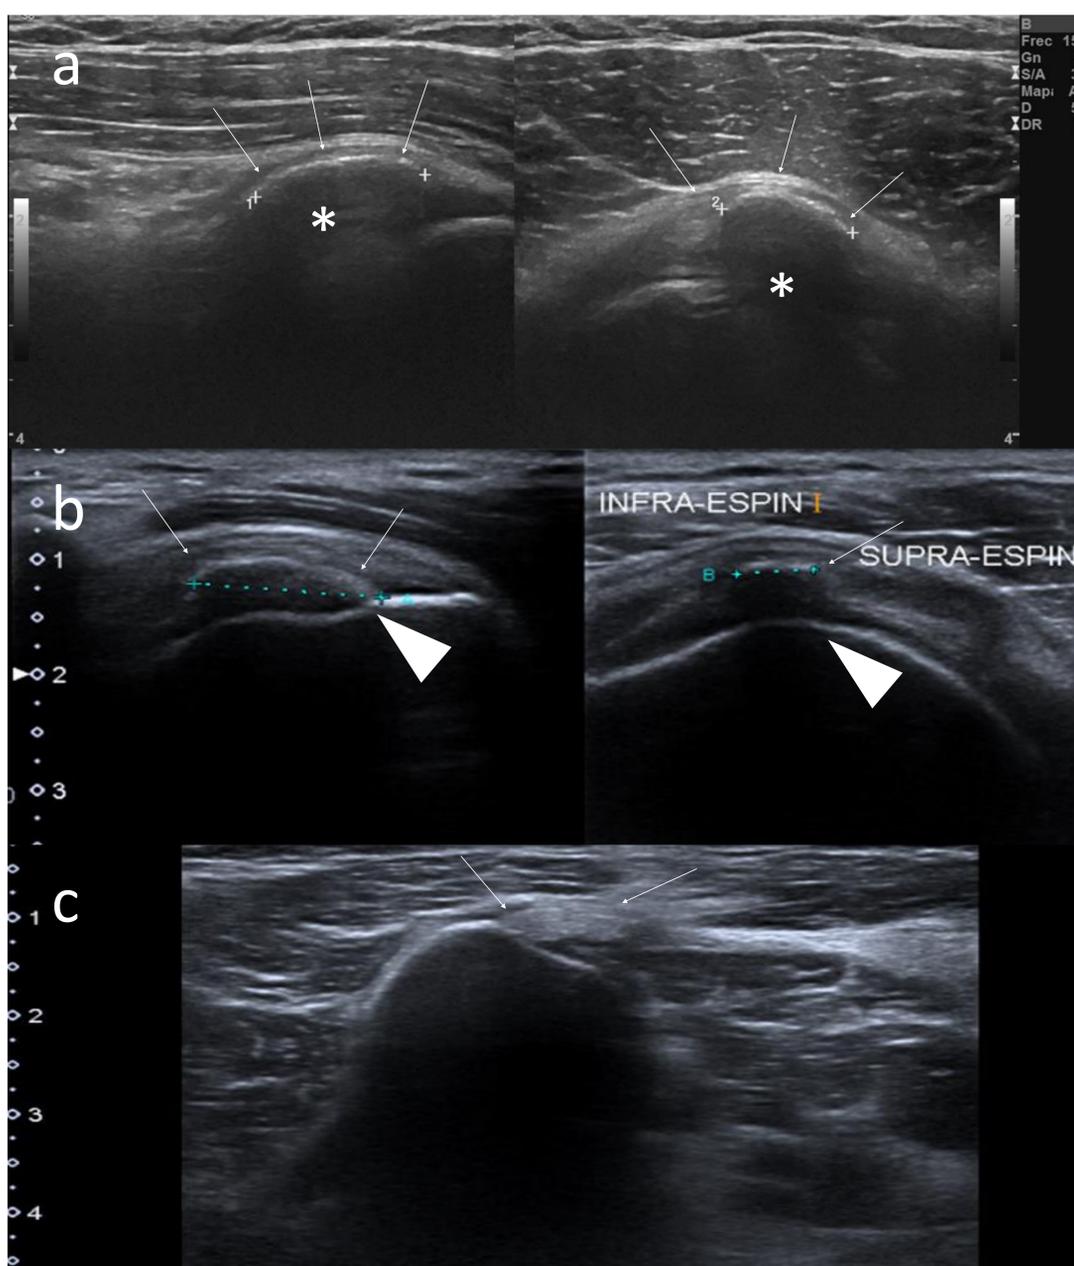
Tipos de calcificaciones en ecografía: Tipo I (a), línea ecogénica cortical marcada con flechas blancas, que deja una intensa sombra posterior, (asterisco). Nótese el borramiento completo de la cortical.
